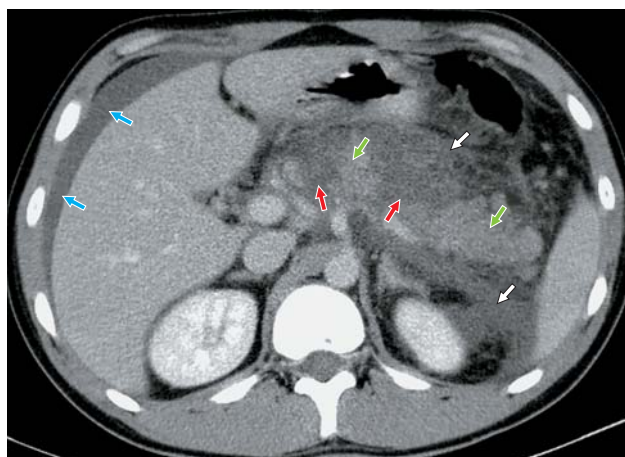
Компьютерная томограмма. Острый панкреатит, полный поперечный некроз в области шейки и тела ПЖ, 3-и сутки. Здесь и далее жизнеспособная паренхима ПЖ указана зелеными стрелками. Свободная жидкость в брюшной полости указана синими стрелками.
